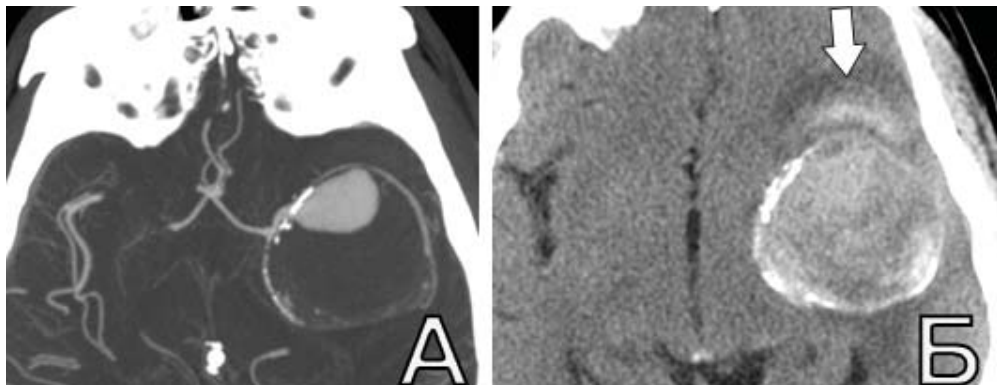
САК с формированием гематомы сильвиевой щели вследствие разрыва гигантской ЧТА СМА слева у пациента Л., 52 л. А. КТА, МIP: определяется гигантская ЧТА с кровоснабжаемой передней частью аневризмы; Б. КТ: стрелкой указана небольшая гематома у передней части аневризмы
